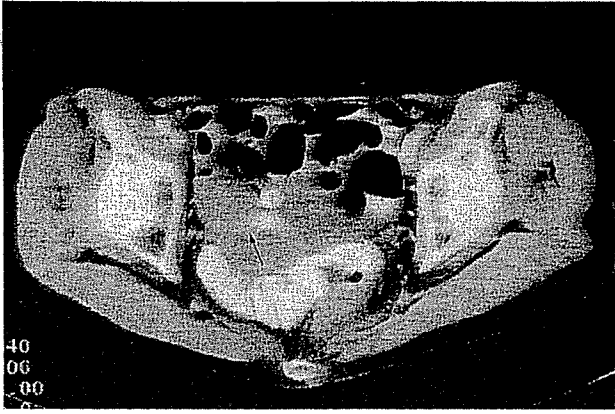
腹部CT検査所見：回盲部に2 cm大の造影効果を有する腫瘤を認めた。明らかなリンパ節腫大はみられなかった。
